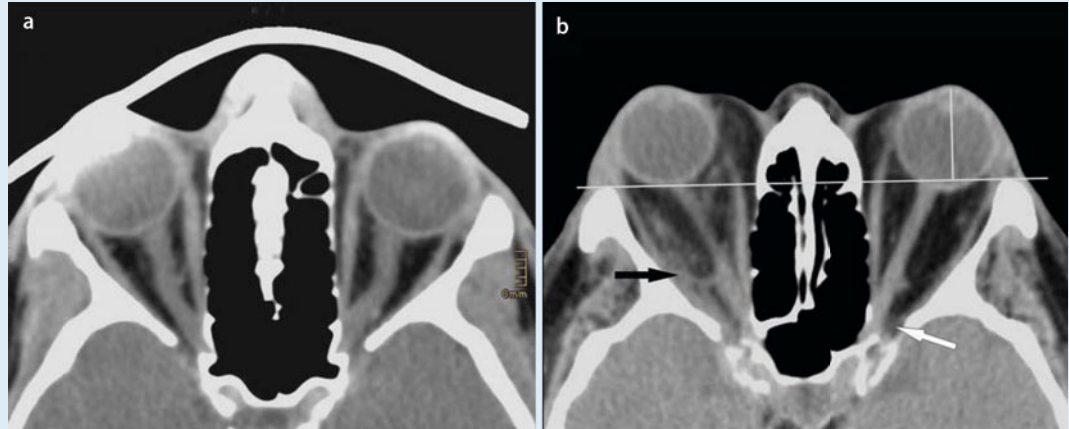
▲ Axiale CT der Orbita im Weichteilfenster. a Normale Anatomie: Der N. opticus verläuft leicht geschlängelt, die geraden Augenmuskeln zeigen ein normales Volumen (Bleiabdeckung zur Reduktion der Strahlenbelastung). b EO mit beidseitiger Zunahme des orbitalen Fettgewebes, hier keine Muskelverdickung. Deutlicher Exophthalmus (Abstand Hornhautscheitel – Interzygomaticuslinie). Der N. opticus verläuft gestreckt, Fettgewebe prolabierte in die Fissura orbitalis superior (weißer Pfeil). Am rechten Auge sind Fibrosen des M. rectus lateralis und des angrenzenden Fettgewebes zu sehen (schwarzer Pfeil)
